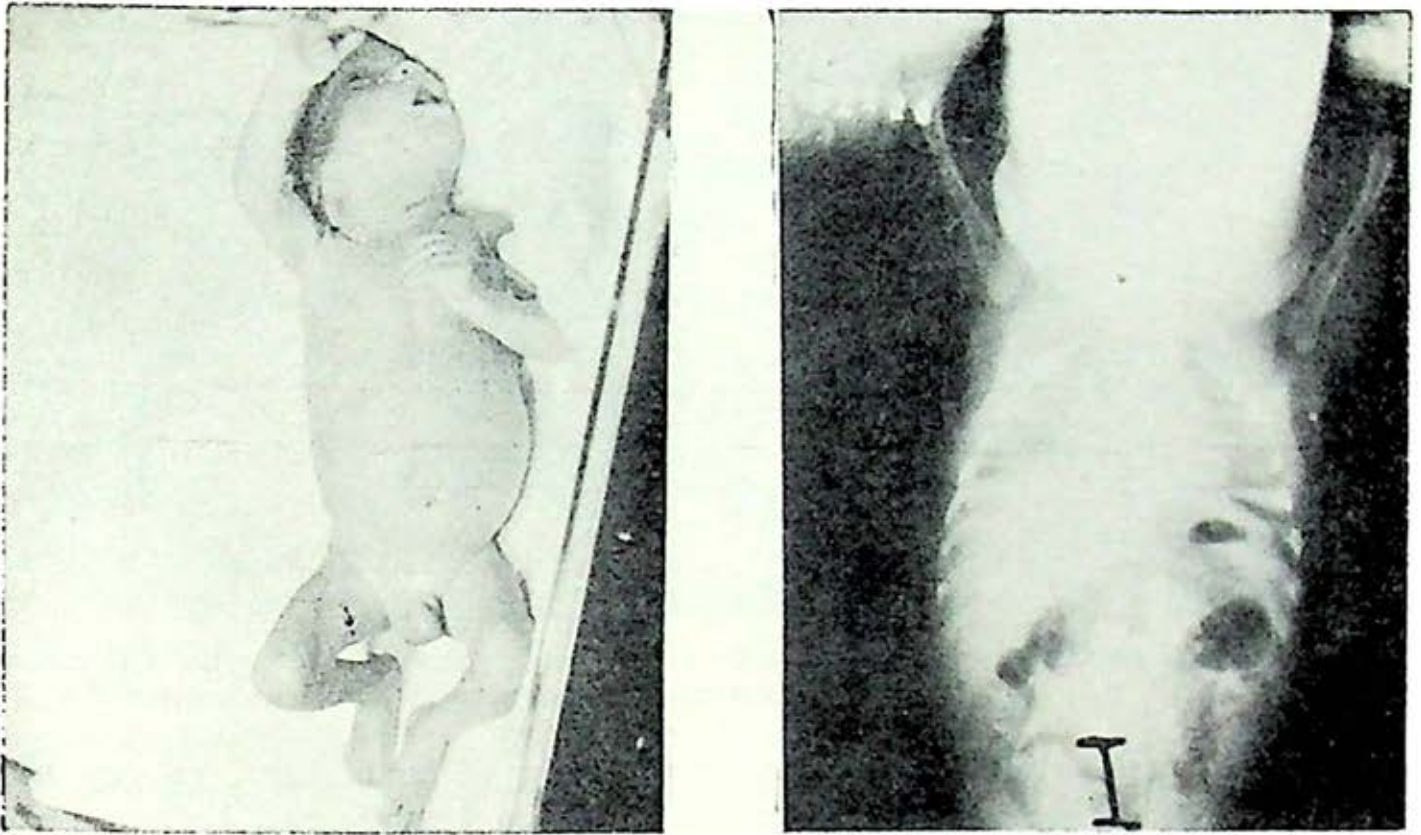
Fotografía clínica y radiografía de un caso de tuberculosis congénita con evidentes lesiones ganglionares y de tipo miliar.
